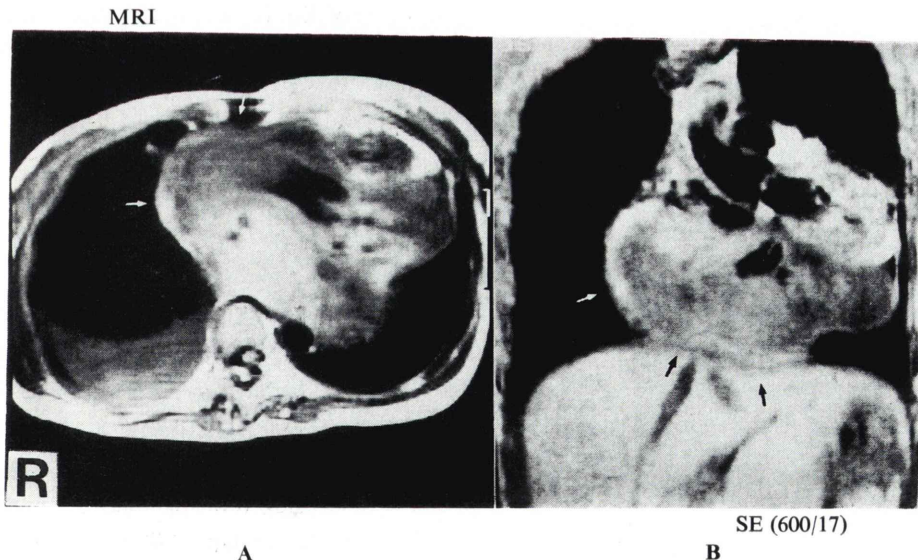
MRI shows a large irregular mass and dilated hepatic vein at (A) transverse and (B) coronal section.
